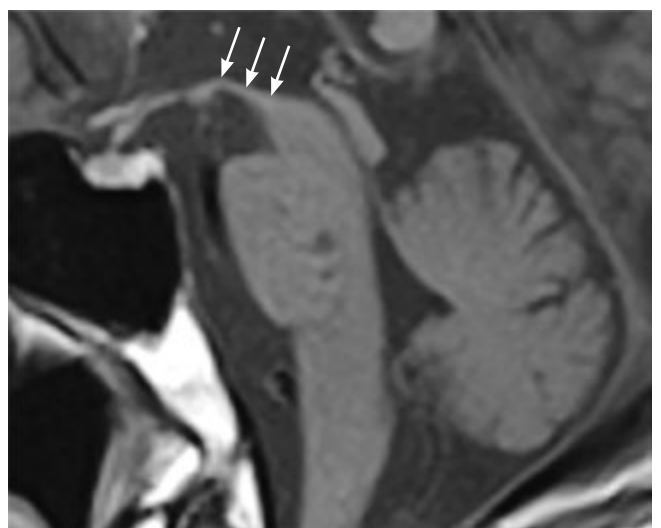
МРТ головного мозга пациента М. в сагиттальной проекции в T1-режиме: определяется атрофия среднего мозга («симптом колибри», стрелки)
